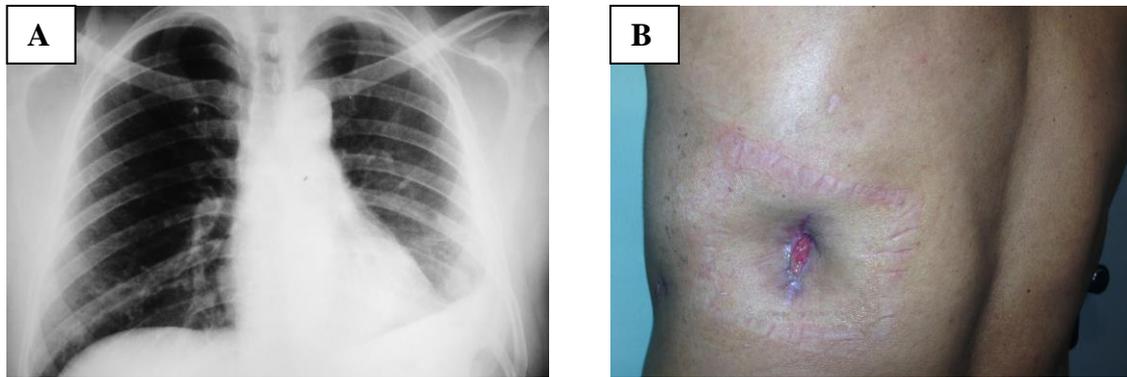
A- aspecto por radiografia do empiema crônico após a realização da pleurostomia. Nota-se o espessamento pleural residual. B – Aspecto físico tardio da pleurostomia. Cicatrizada por segunda intenção, mas ainda não totalmente epiteliada. Fonte: banco de imagem pessoal do Dr. Antero Gomes Neto, reproduzido com autorização do mesmo.
